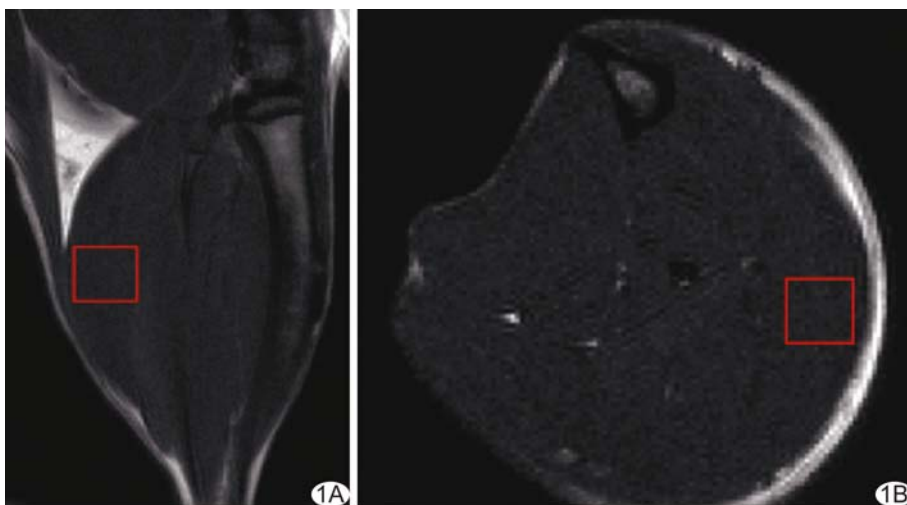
于大鼠右下肢腓肠肌矢状位(A)及轴位(B)MRI 定位 ROI
